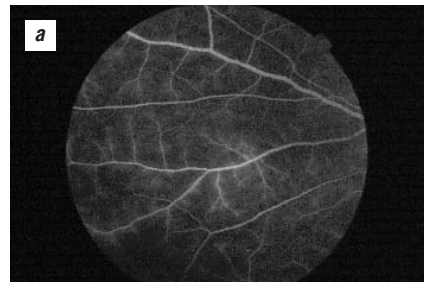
Периферия глазного дна правого и левого глаз. Выраженная диффузия (ликедж, просачивание) красителя из ретинальных сосудов за счет повреждения внутреннего гематоретинального барьера (явления ангиита)
